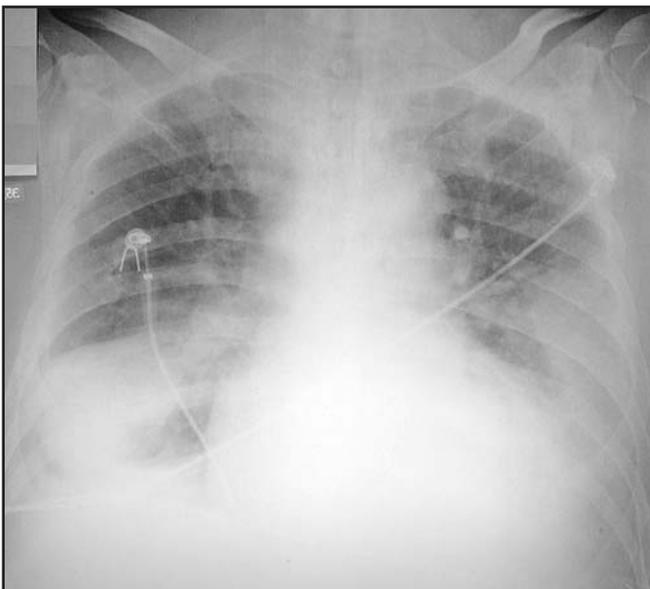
Radiografia de Tórax Dois Dias após Extubação Mostrando novo Infiltrado na Base Pulmonar Esquerda
